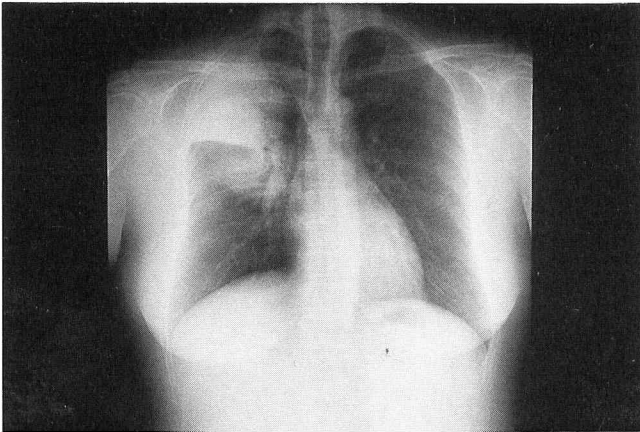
a Chest X-ray film on admission showing consolidation in the right upper lung field.
